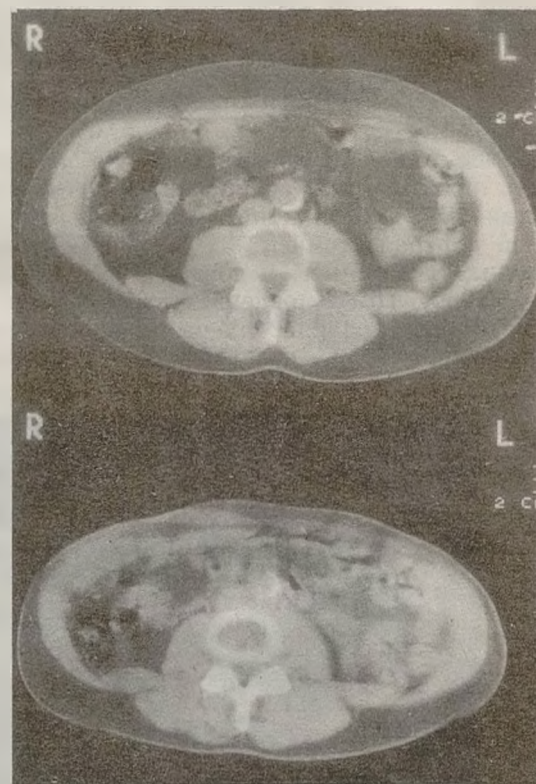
Компьютерная томограмма на уровне L₃ — L₄ у взрослого больного с недостаточностью ГР до (верхний снимок) и после (нижний снимок) 26 нед лечения ГР. На сканограмме четко прослеживается уменьшение массы как висцерального, так и подкожного жира (темно-серые области). Данные В.-А. Bengtsson и соавт.
